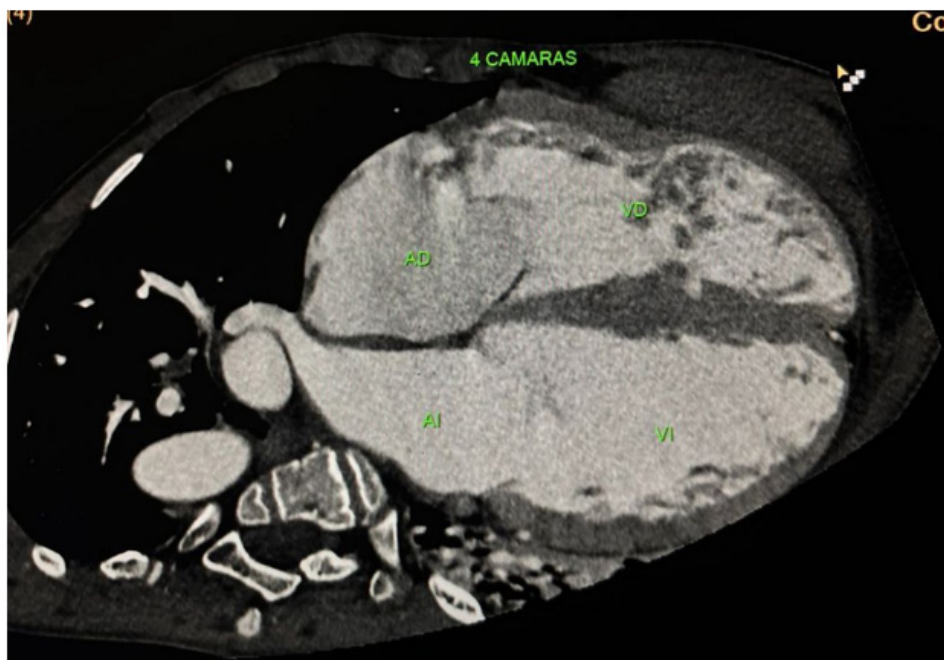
Tomografía cardíaca. Corte 4 cámaras evidenciando dilatación importante de las cuatro cámaras cardíacas, hipertrofia significativa del ventrículo derecho con trabeculaciones exuberantes.
